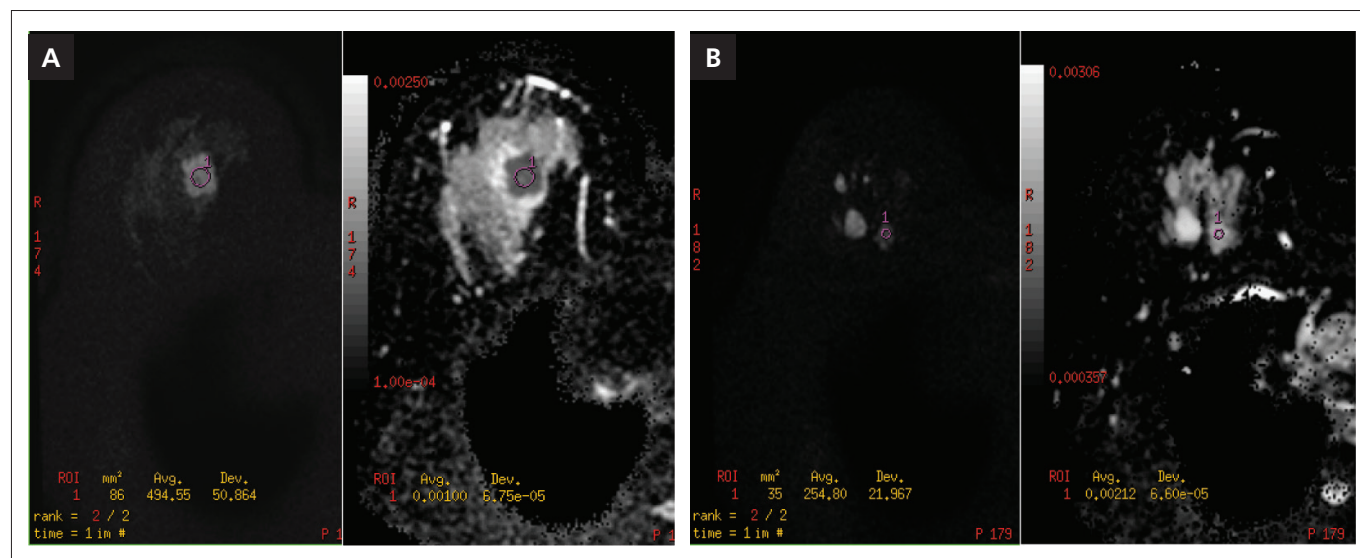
Imagens de sequência de difusão em ressonância magnética de mama com a média da intensidade de sinal na região de interesse. (A) Lesão maligna, ao lado esquerdo, a sequência de difusão com $B=750$; ao lado direito o mapa coeficiente de difusão aparente com média de intensidade de sinal igual a 1×10^{-3} . (B) Lesão benigna, ao lado esquerdo, a sequência de difusão com $B=750$; ao lado direito o mapa coeficiente de difusão aparente com média de intensidade de sinal igual a $2,1 \times 10^{-3}$. Imagens gentilmente cedidas pelo serviço de ressonância magnética da Clínica de Assistência à Mulher, Salvador (BA), Brasil.
